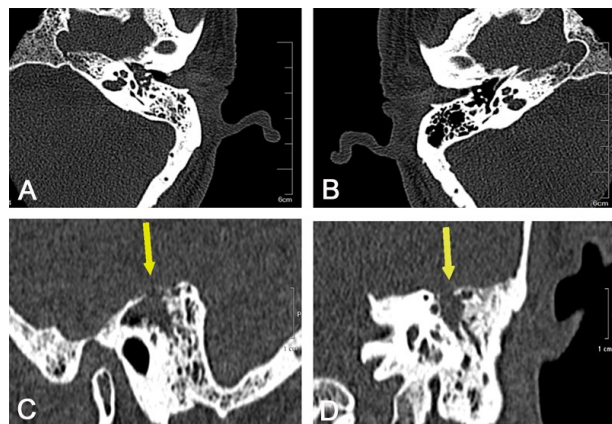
以反复肺部感染为表现的脑脊液耳漏乳突高分辨率 CT 表现
